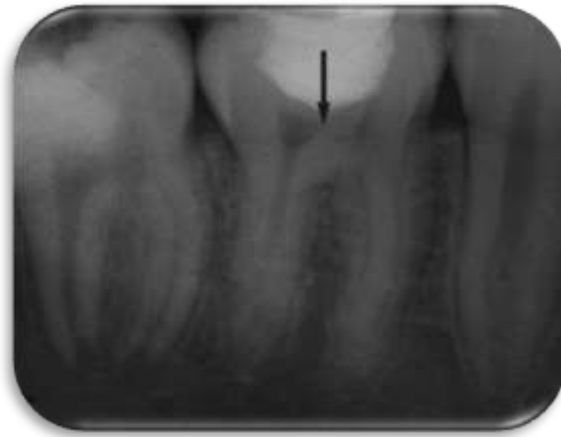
Cliché radiographique rétroalvéolaire de contrôle après 4 ans et 9 mois, d'après Bogen et coll., J Am Dent Assoc, 2008
